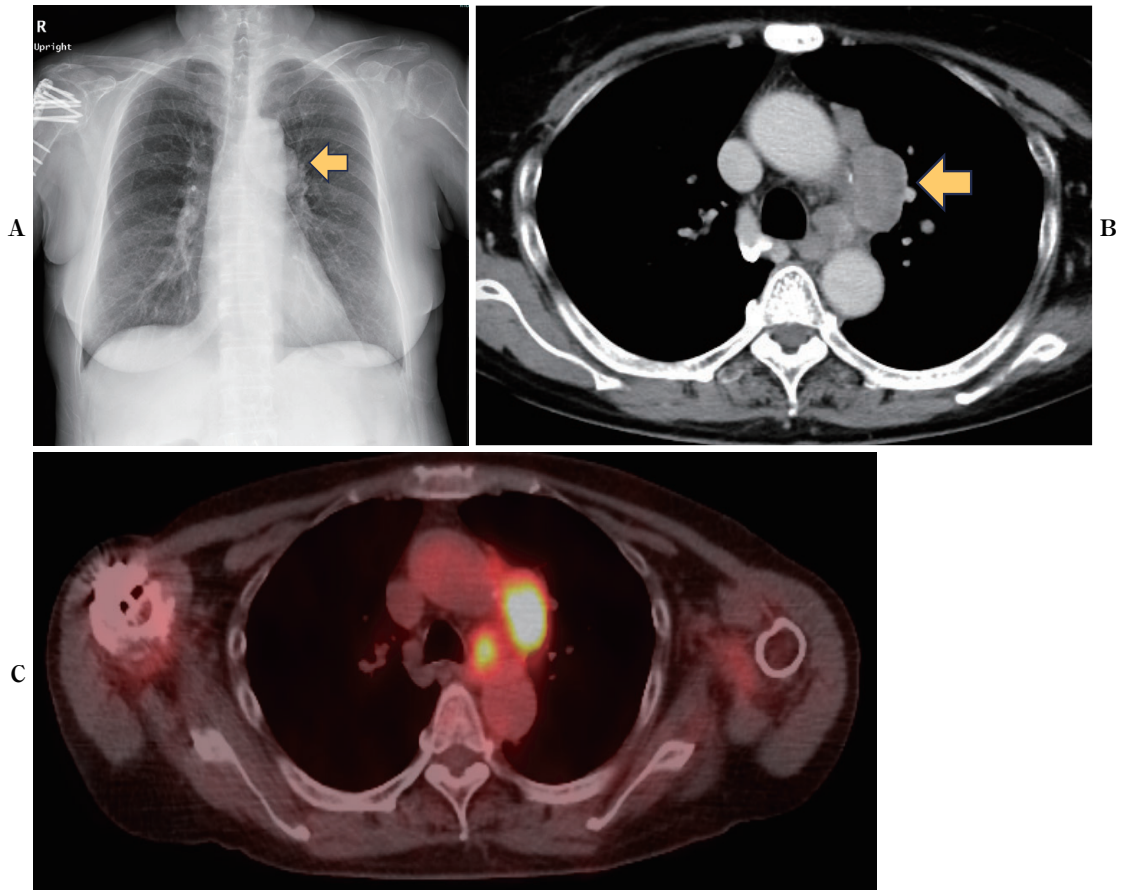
Radiological findings of the tumor at the initial examination. A. Chest X-ray findings. Protrusion of the left second arch was noted, and the silhouette sign was positive. B. Chest computed tomography (CT) findings. A mass in the left hilar region and enlargement of the left lower paratracheal lymph node and para-aortic lymph node. C. Positron emission tomography (PET)/CT findings. There was an increased fluorodeoxyglucose uptake from the mediastinum to the left pulmonary hilum ($SUV_{max} = 13$).
